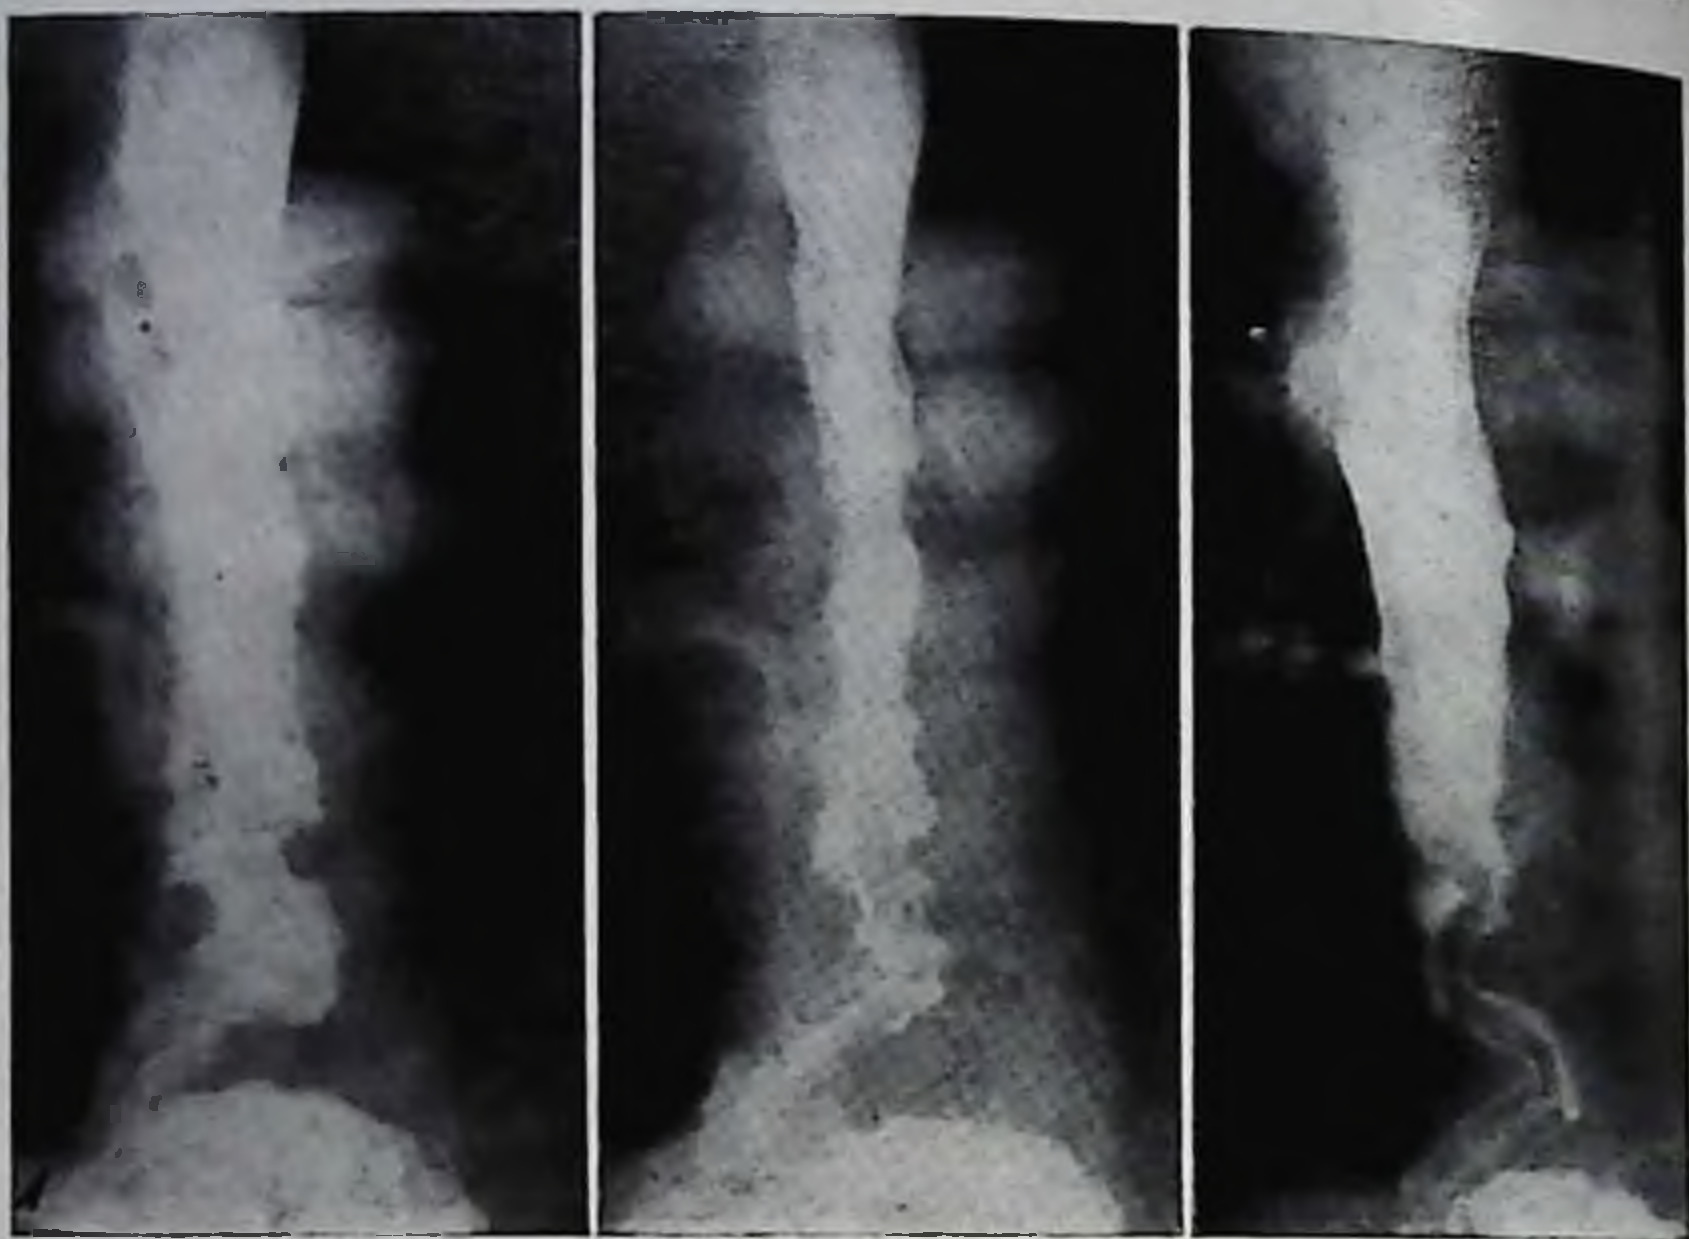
Рентгенограммы пищевода и эзофаготономограммы больного К.
